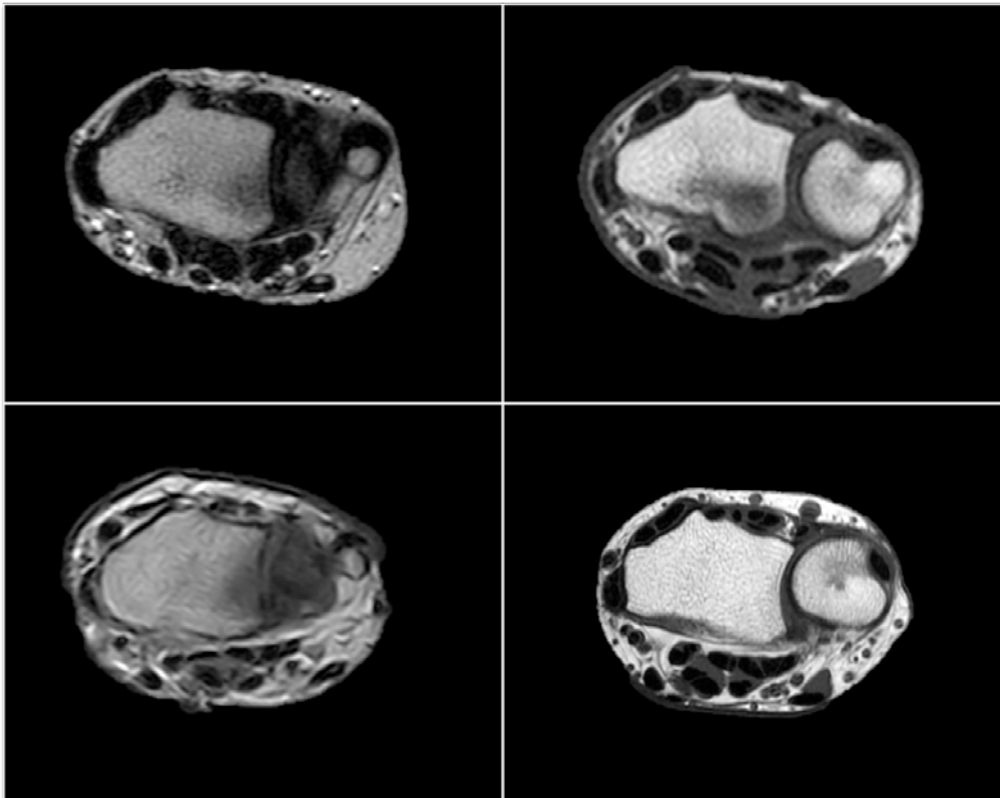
En las imágenes previas realizadas por RMN se observa la variabilidad en la diferenciación de los tendones flexores a nivel de la muñeca.
